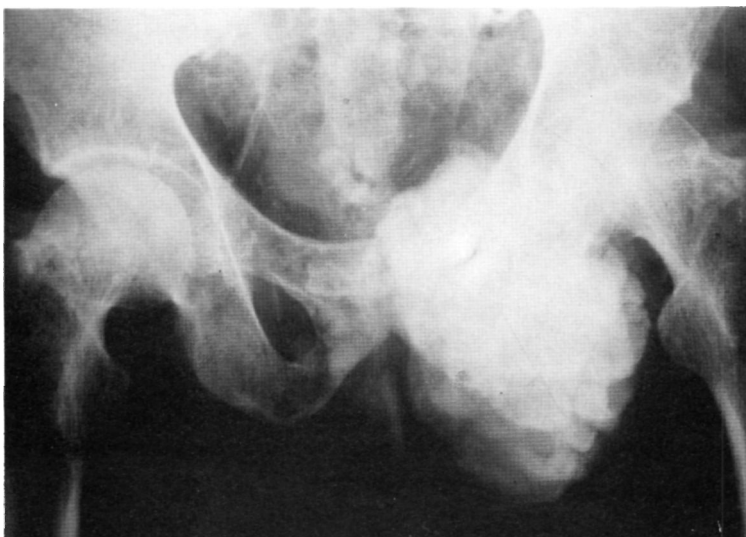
Radiografía antero-posterior de pelvis 6 meses después de la anterior, apreciándose un aumento considerable de la masa calcificada sin estructura ósea visible.
